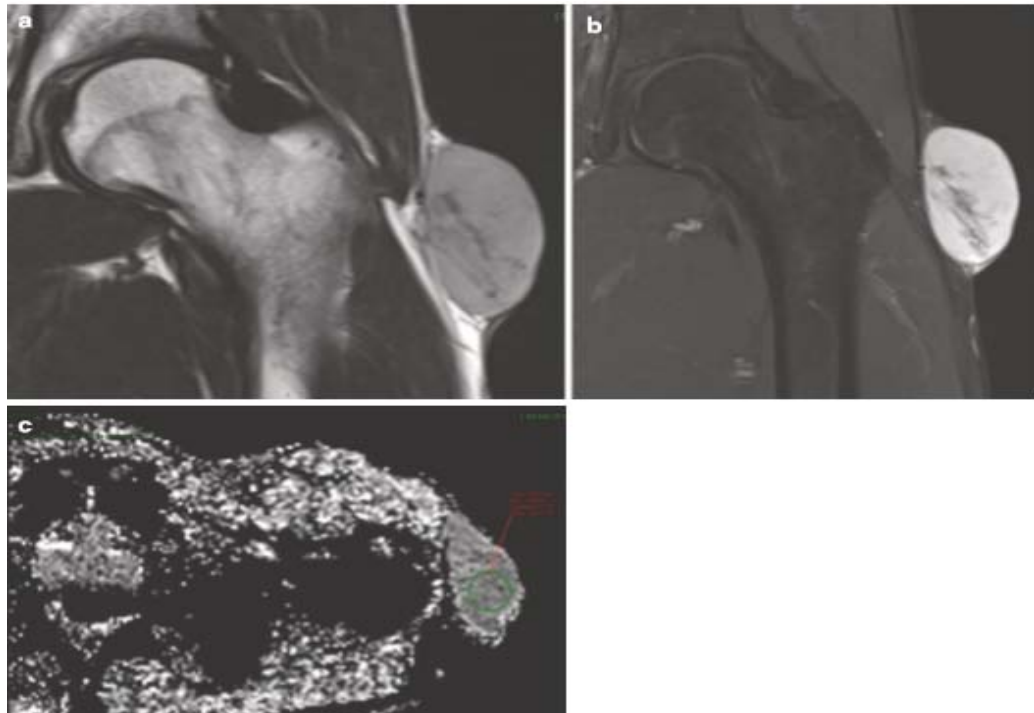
Dermatofibrosarcome protubérances de la cuisse gauche. (a) L'IRM T2 à spin-écho coronale. (b) IRM T1 saturée de graisse coronale après injection intraveineuse de PDC de gadolinium. (c) La carte ADC des régions de la hanche montre des tissus hautement cellulaires à diffusion restreinte.
